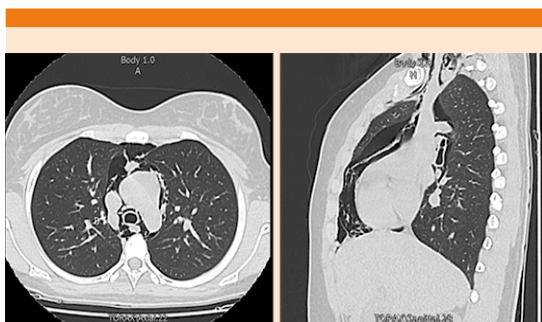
Tomografía axial computada de tórax que evidencia como hallazgo principal importante neumomediastino; se observa aire disecando los planos mediastinales, así como la base del cuello con extensión a la región supraescapular en el lado derecho, también se observa discreto neumopericardio, neumomediastino en todas sus porciones desde el aspecto más anterior y superior hasta el aspecto más posterior e inferior del mismo.
